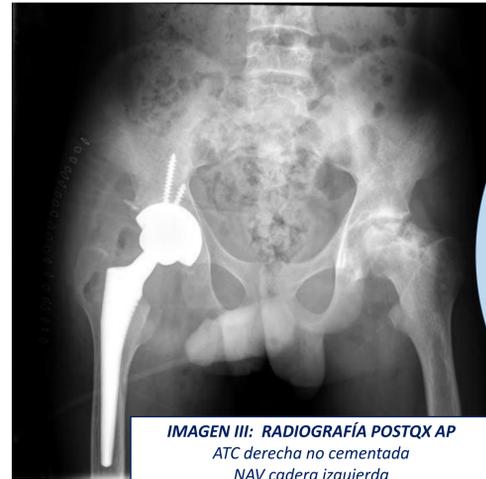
IMAGEN III: RADIOGRAFÍA POSTQX AP
